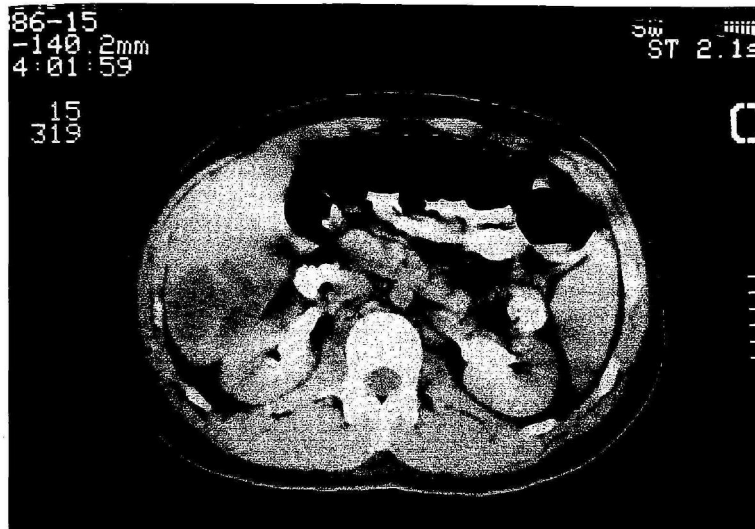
TAC abdominal. Se aprecian las lesiones hipodensas en parénquima hepático correspondientes al absceso a este nivel.
